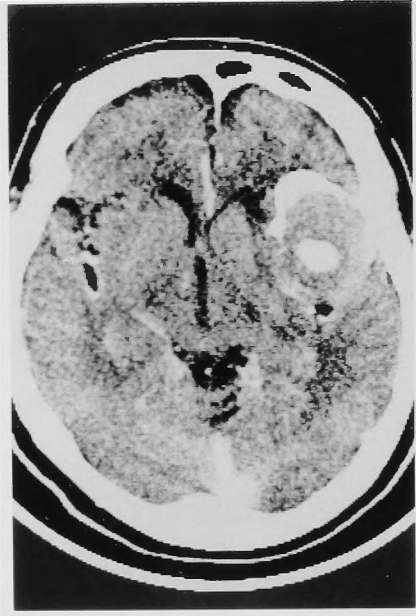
Contrast enhanced CT shows a giant aneurysm in the left frontotemporal region. Intraluminal thrombus is prominent.
